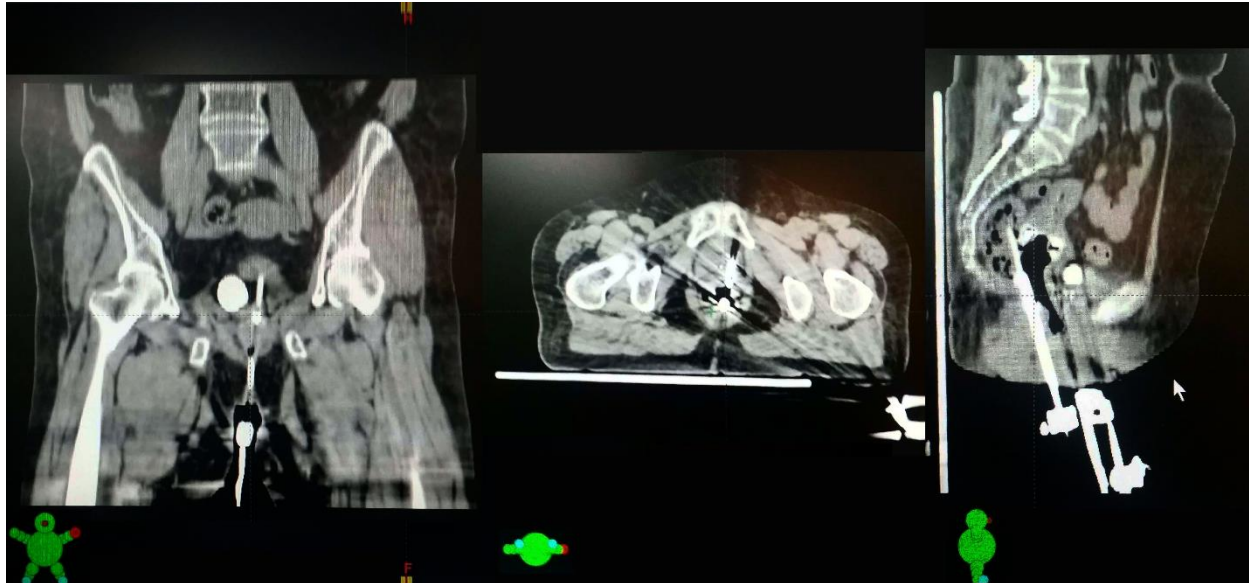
Simulación de CT para braquiterapia en corte coronal, axial y sagital [24].
